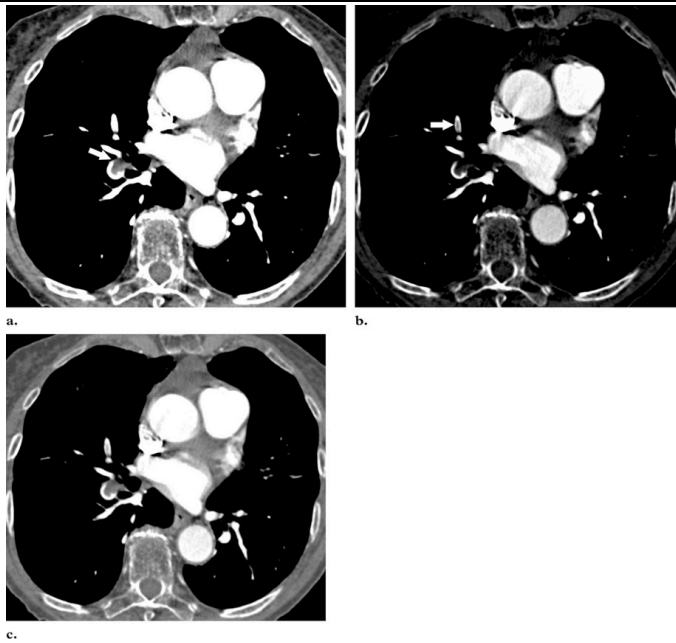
Embolia pulmonar aguda en un hombre de 59 años. (a) Tomografía computarizada (ancho de ventana 400 HU, nivel de ventana 40 HU) muestra trombo dentro de la arteria interlobar derecha (flecha). (b) Tomografía computarizada (ancho de ventana 552 HU, nivel de ventana 276 HU) muestra embolia pulmonar aguda dentro del segmento medial de la arteria del lóbulo medio (flecha) que se omitió en la imagen en a. El ancho de la ventana es igual a la atenuación media de la arteria pulmonar principal más dos desviaciones estándar, y el nivel de ventana equivale a la mitad de este valor (29). (c) Tomografía computarizada (ancho de ventana 700 HU, nivel de ventana 100 HU) que muestra un trombo dentro de la arteria interlobar derecha y el segmento medial de la arteria del lóbulo medio. La Figura 8 ilustra el efecto de diferentes ajustes de ventana en la detección de embolia pulmonar. . (RadioGraphics 2004; volume 24:1219 –1238).
